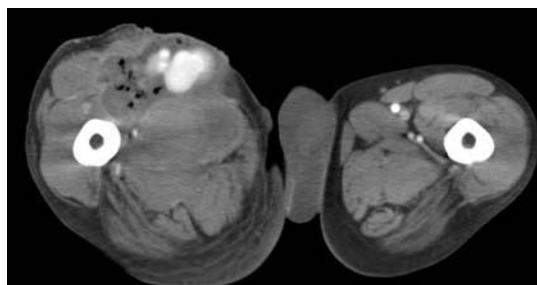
Contrast enhanced CT shows infected superficial femoral artery pseudoaneurysm.
